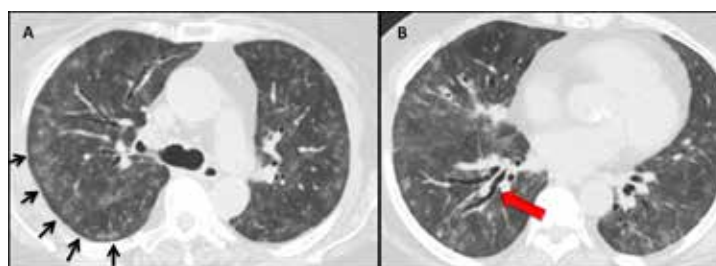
Tomografía de tórax con patrón de NSIP. A) Opacidades en vidrio esmerilado bilaterales asociado a línea de respeto subpleural (flechas negras). B) Bronquiectasias centrales (Flecha roja) y opacidades en vidrio esmerilado.
